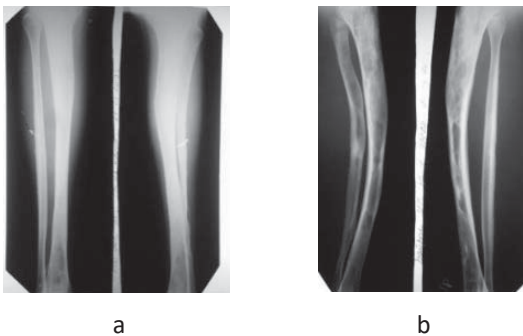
Фотовідбитки рентгенограм хворого Б., 17 років, з поліосальною формою ФД та «шаблеподібною» деформацією великогомілкової кістки у прямій задній (а) та в боковій (б) проекції
